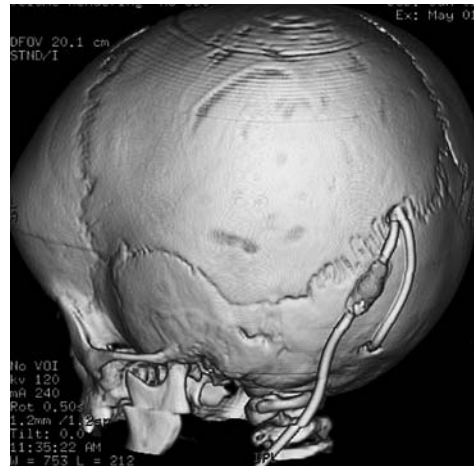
МСКТ ребенка 1 года 4 месяцев с окклюзионной гидроцефалией на фоне мальформации Денди–Уокера. 3D-реконструкция в костном режиме. Объемное изображение «собранного» шунта: кисто-вентрикулярное соустье + вентрикулоперитонеостомия
